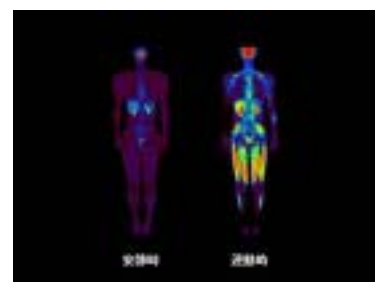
安静(左)と運動時(右)の全身ブドウ糖代謝：運動時には筋肉への $^{18}\text{F}$ FDGの著名な集積を認める。
